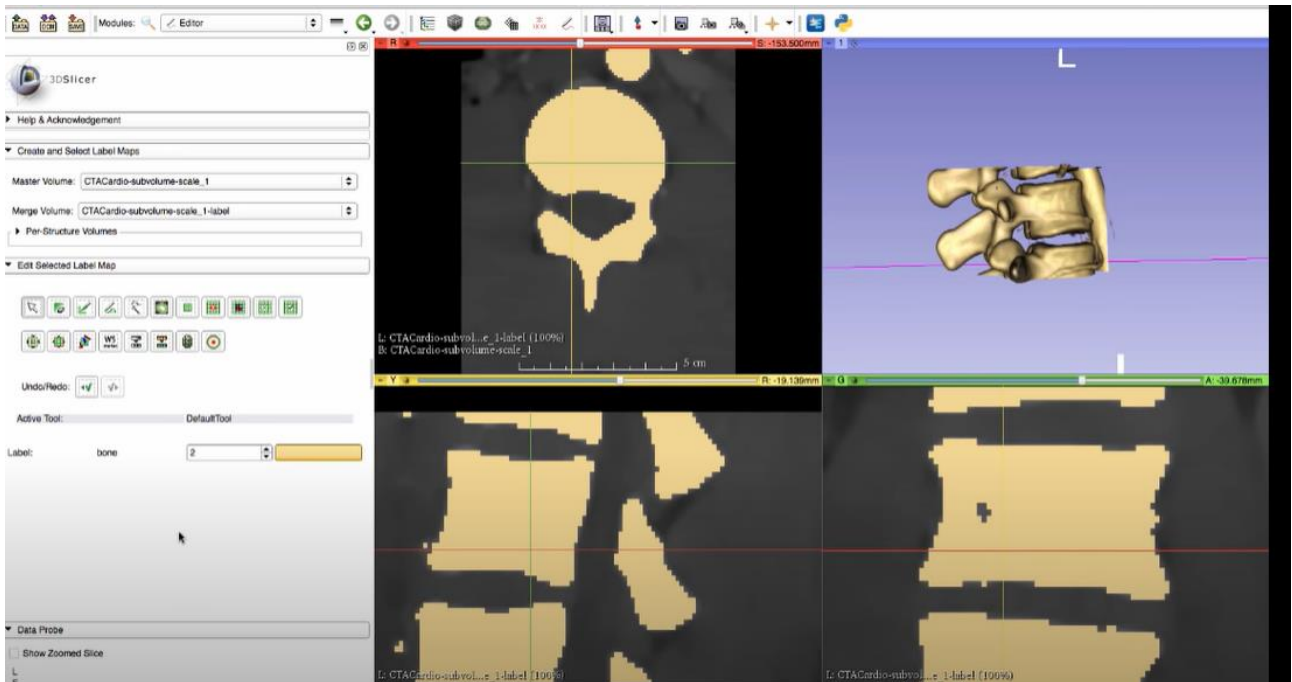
Segmentazione tramite RMN (3D-slicer)
